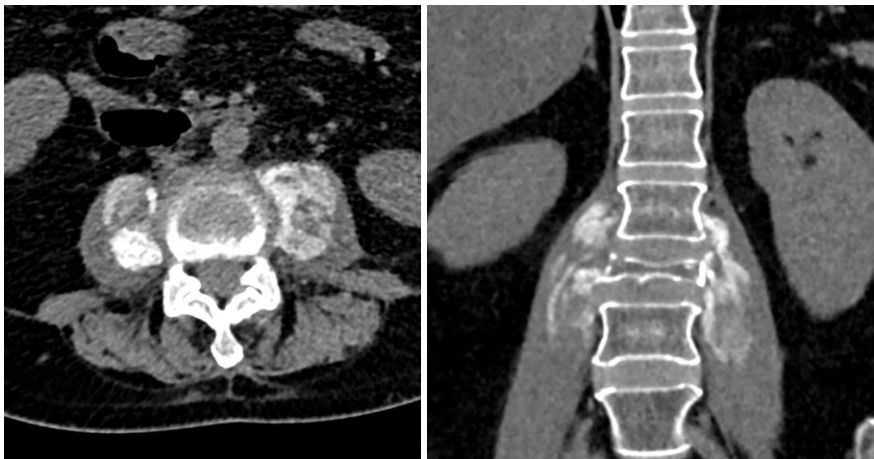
入院27日目のCT冠状断にて、両側大腰筋の腫大は増大し、辺縁優位に淡く不均一な石灰化が出現している。内部は石灰化と軟部影が混在している。 a | b
